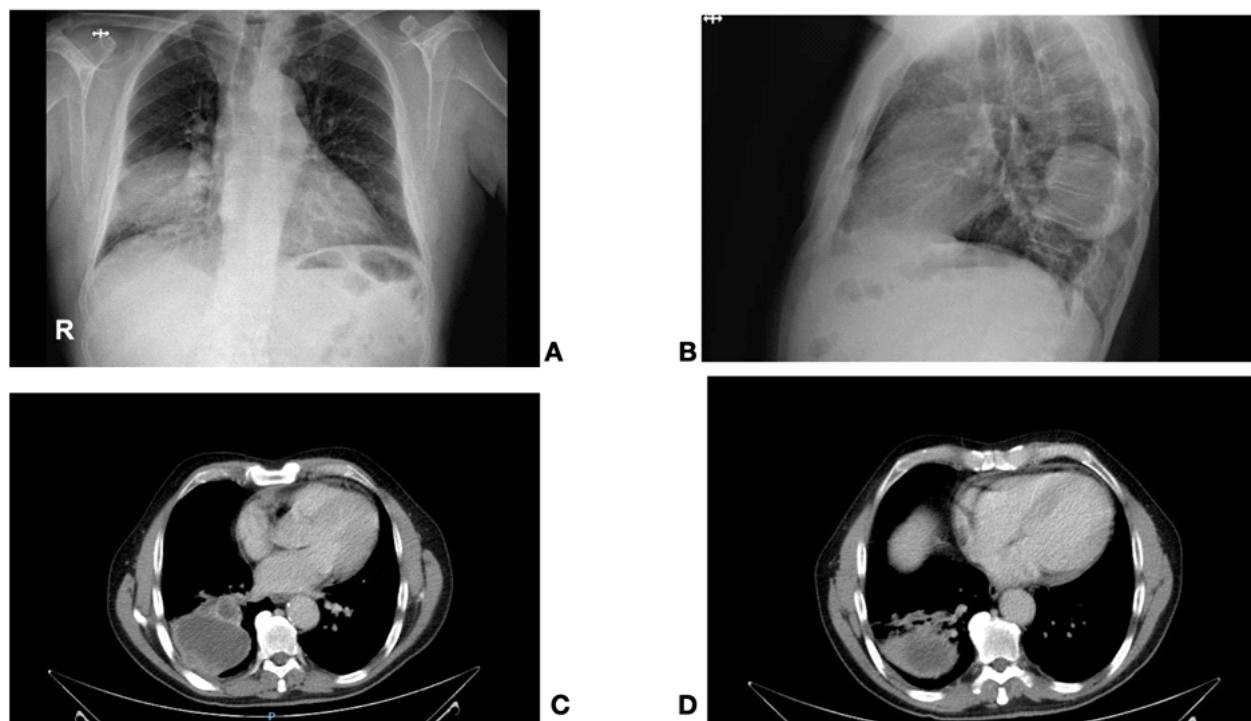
1.A y B Radiografía de tórax donde se observa masa a nivel de LID. 1.C y D Cortes axiales de TC de tórax donde se observa masa en LID con pérdida de plano de clivaje (en C) con pleura parietal
